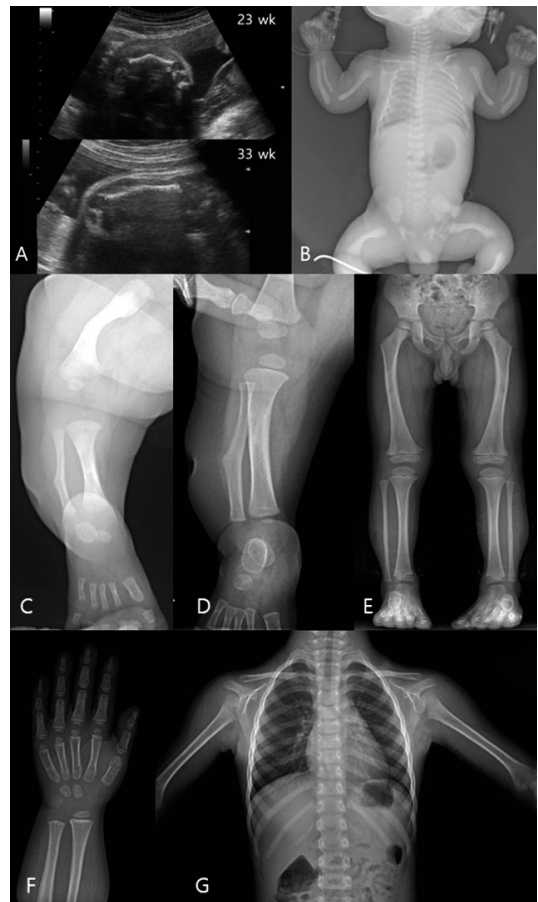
Short and curved femur at 23 weeks of gestation and at 33 weeks of gestation were observed by prenatal ultrasound (A). Bilateral bowing of long bones with metaphyseal flaring is noted on the skeletal radiography taken at birth (B). Improvement of bowing of long bones among the skeletal radiographies at the ages of 2 months (C), 8 months (D), 53 months (E). Improved mineralization in the epiphyses and metaphyses in the left hand (F) and the thorax at 53 months of age (G).
